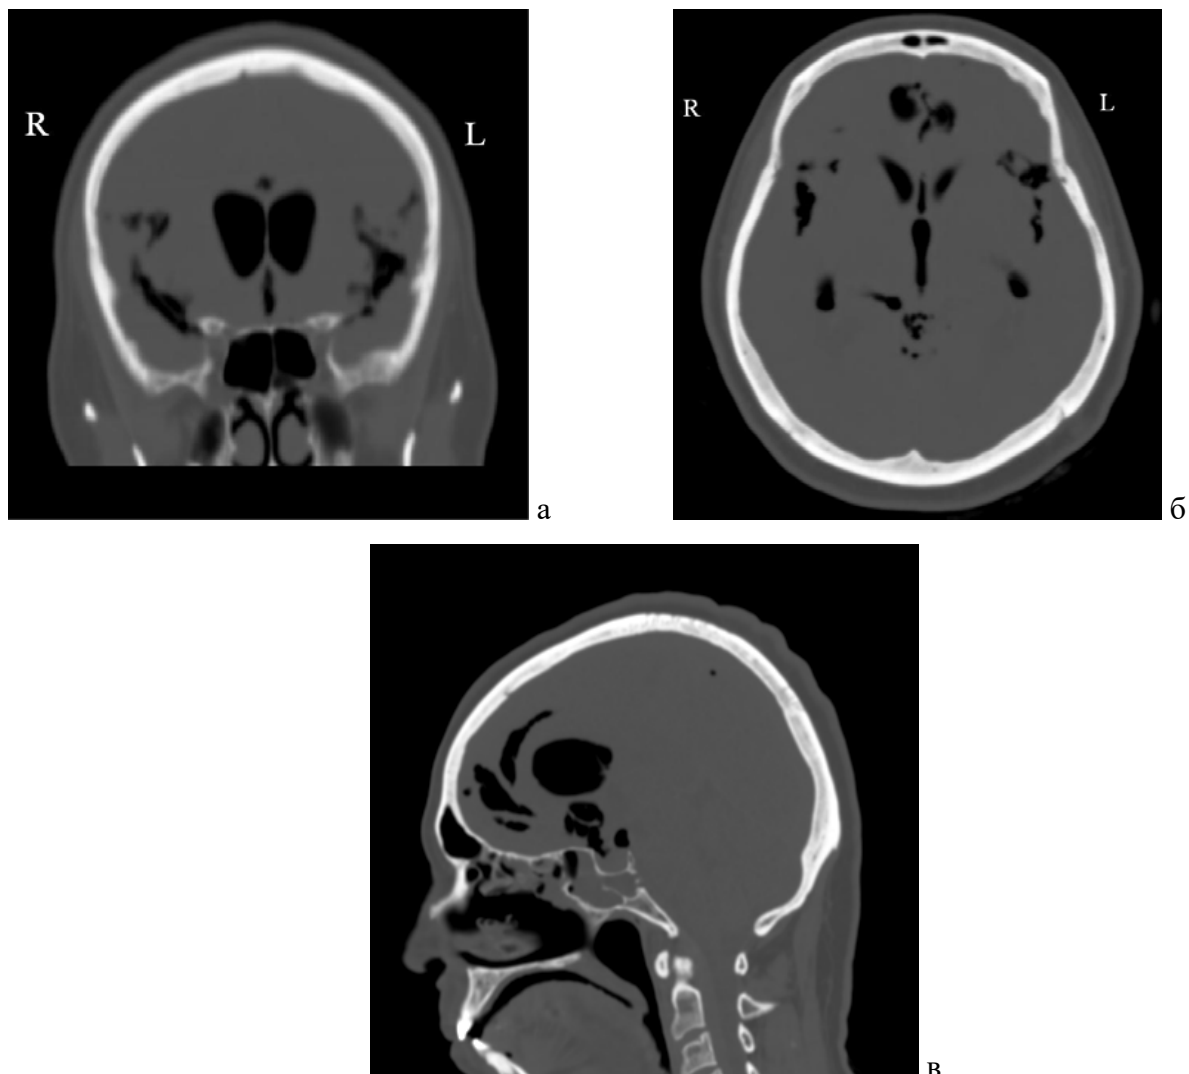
КТ головного мозга: а - фронтальная проекция; б - аксиальная проекция, скопление воздуха в веществе головного мозга и желудочках; в - сагиттальная проекция, стрелкой указан дефект в задней стенке клиновидной пазухи
